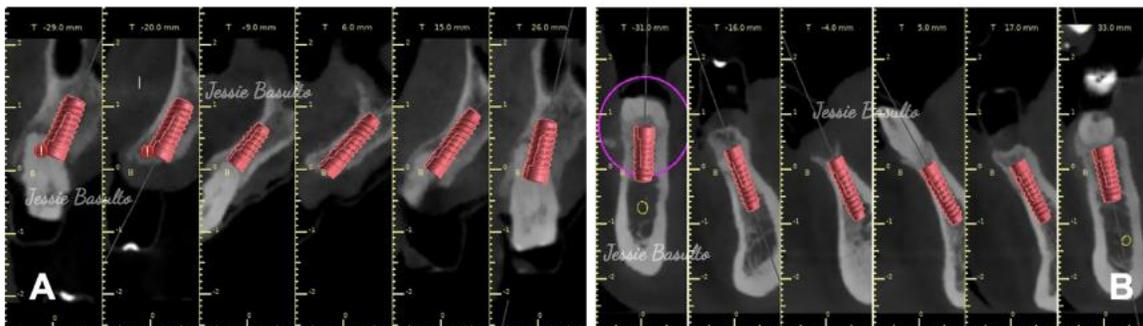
A, Planeación tomografía de implantes en maxilar. B, en mandíbula.
